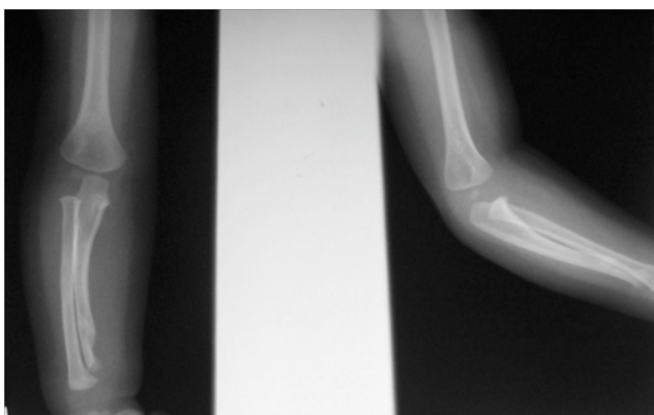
Radiografía que demuestra alargamiento logrado en el cubito, y como se va logrando “darle domicilio” a una cabeza radial luxada. Según reporta Lincoln et al.
